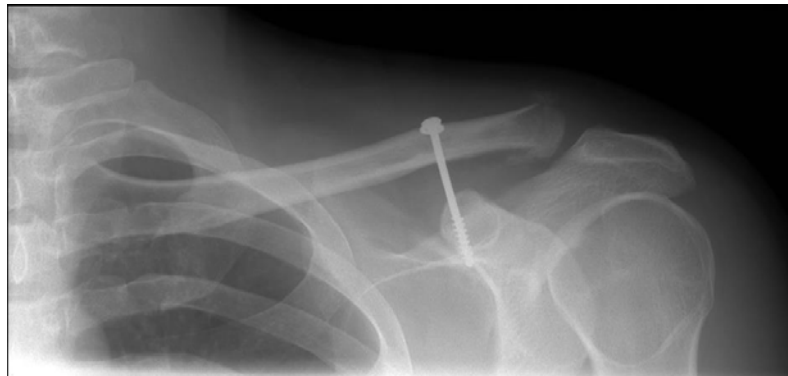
Radiographie postopératoire d'un vissage CC
